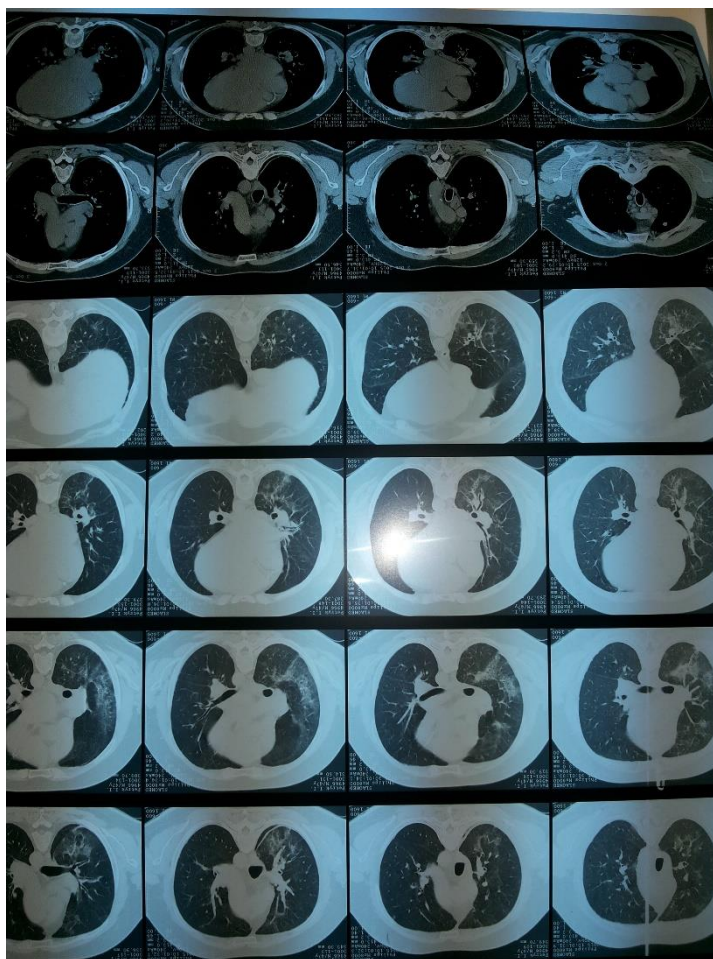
СКТ ОГК хворого П. (02.10.2015)
